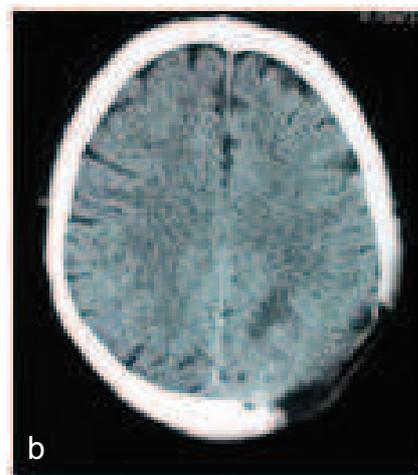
a : Aspect peropératoire objectivant l'os pariétal infiltré, b : contrôle TDM post opératoire
